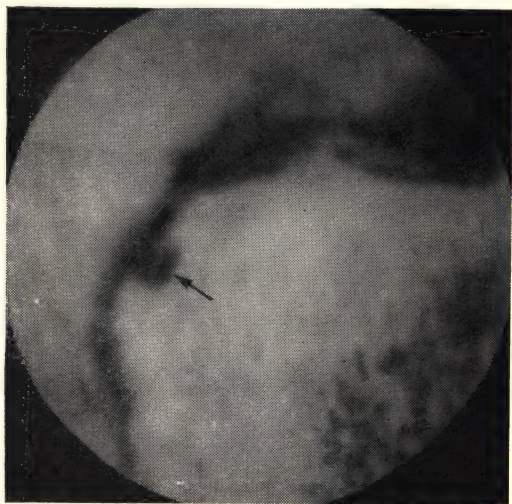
Постбульбарная язва двенадцатиперстной кишки (стрелка). Рентгенограмма.
